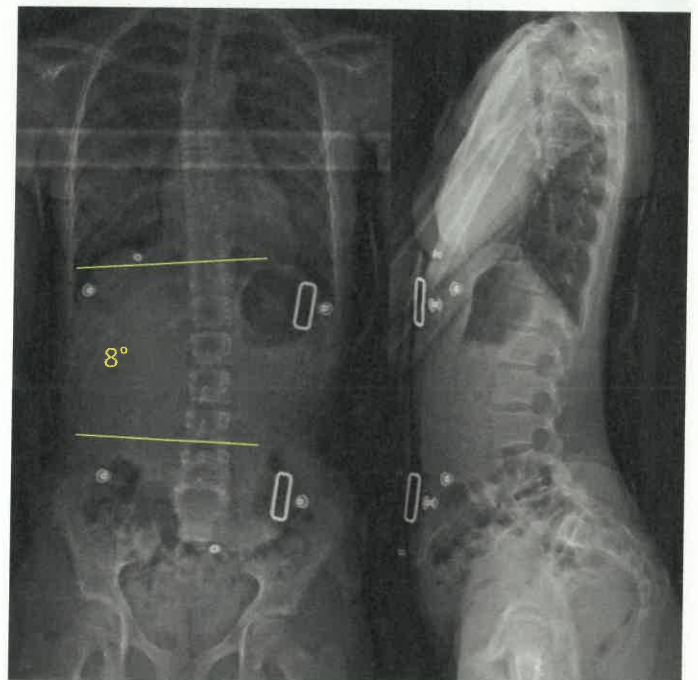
Röntgenbild der Wirbelsäule ap/seitlich im Stehen desselben Mädchens wie in Abb. 3a mit suffizienter Korrektur der Skoliose auf einen Cobb-Winkel von 8° in einem dreidimensional gedruckten Cheneau-Korsett, ein Jahr nach Erstversorgung. Weiterhin Risser-Stadium 0 mit nun aber fast vollständig verschlossener Y-Fuge.
